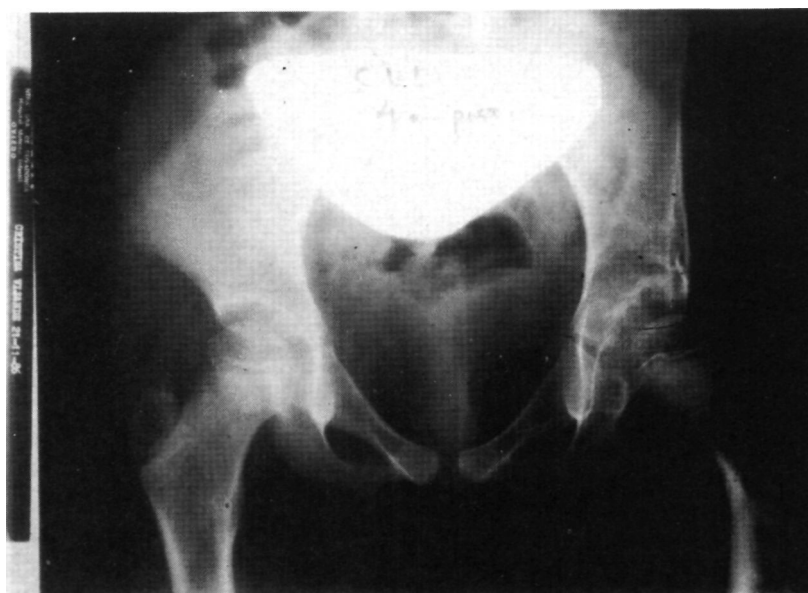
b.— Radiografía a los 4 años de postoperatorios, ya retirado el material de osteosíntesis, en la que apreciamos la remodelación de la cadera, consiguiendo una adecuada orientación acetabular y cobertura de la cabeza femoral.
